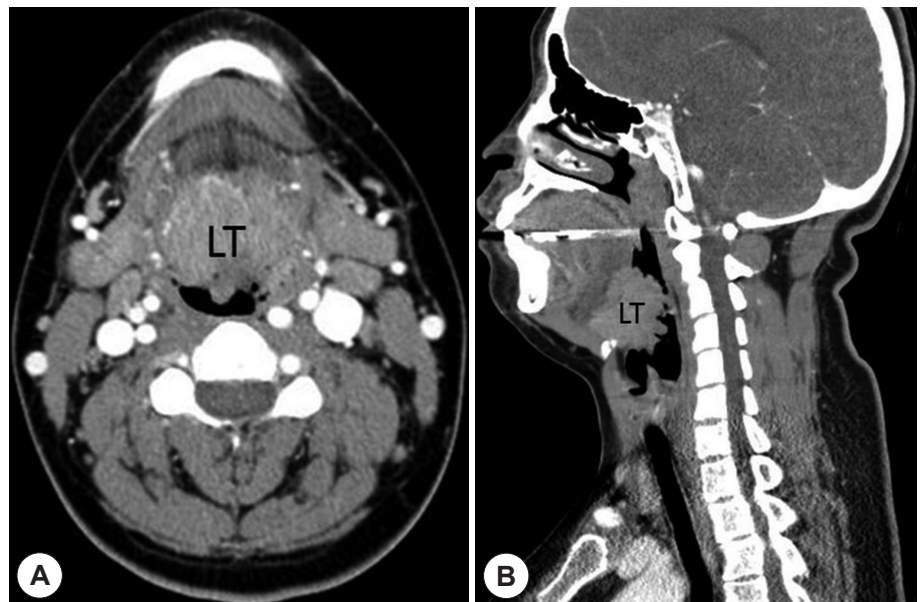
Preoperative contrast-enhanced CT showed the hypertrophy of lingual tonsil (LT) which markedly obstructed the airway. Axial (A) and sagittal view (B).
